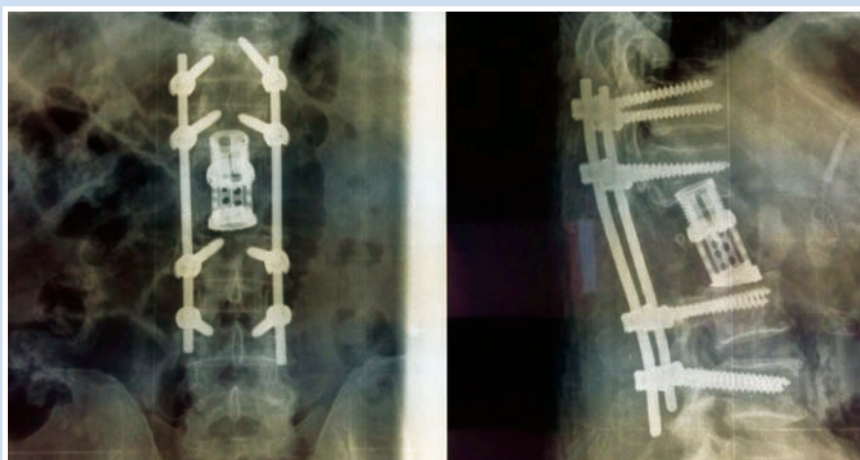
Контрольные рентгенограммы позвоночника после операции
